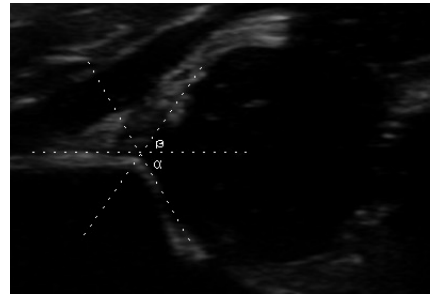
Ecografía de una cadera tipo la de Graf.
